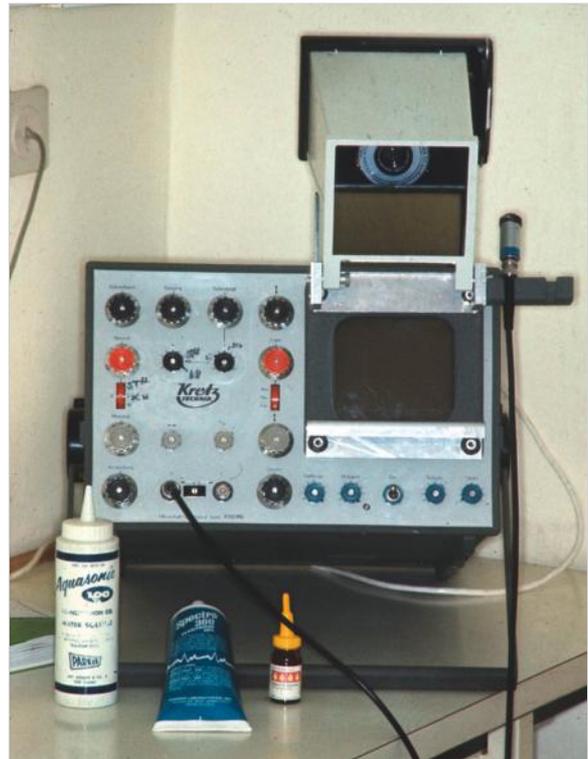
A-Mode-Sonografiegerät zur Untersuchung der Nasennebenhöhlen im Jahre 1974. Verwendet wurden ein 5-MHz-Schallkopf und ein Gerät der Fa. Kretztechnik (Zipf, Österreich).
